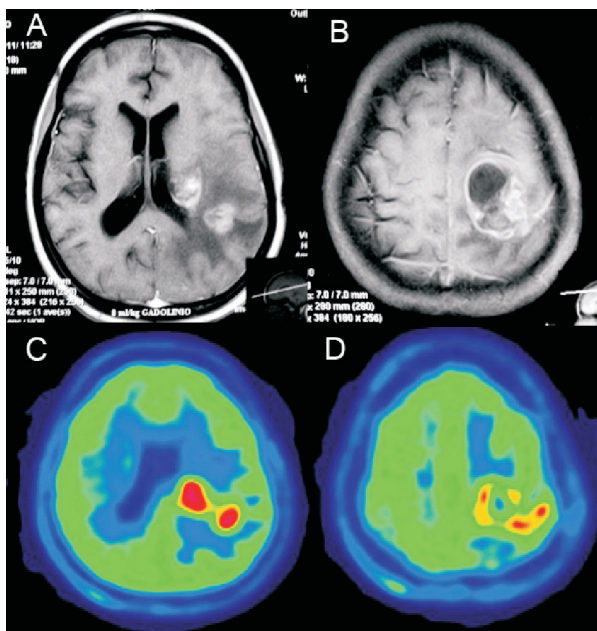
A-B. RM axial T1+ Gd. A. Refuerzos nodulares heterog neos paraventricular y parietal subcortical a izquierda, rodeados de moderado edema perilesional. B. Masa tumoral con  rea de necrosis de localizaci n frontal/perirrol ndica izquierda. C-D. ^{11}C -metionina PET/TC. C.  reas hipercaptantes en la sustancia blanca paraventricular y subcortical, como as  la parte s lida del sector tumoral a nivel frontal –D– (obs rvase la correspondencia con las im genes en la RM).
